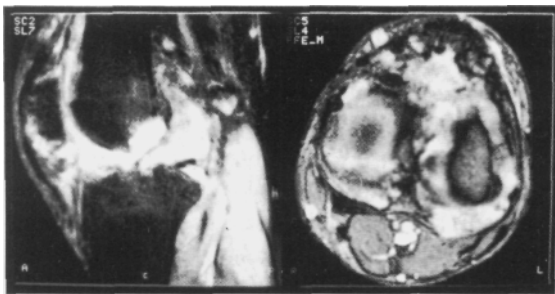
Imagen de resonancia magnética (T2) donde se delimita mejor el tumor y se evidencia compromiso óseo.
